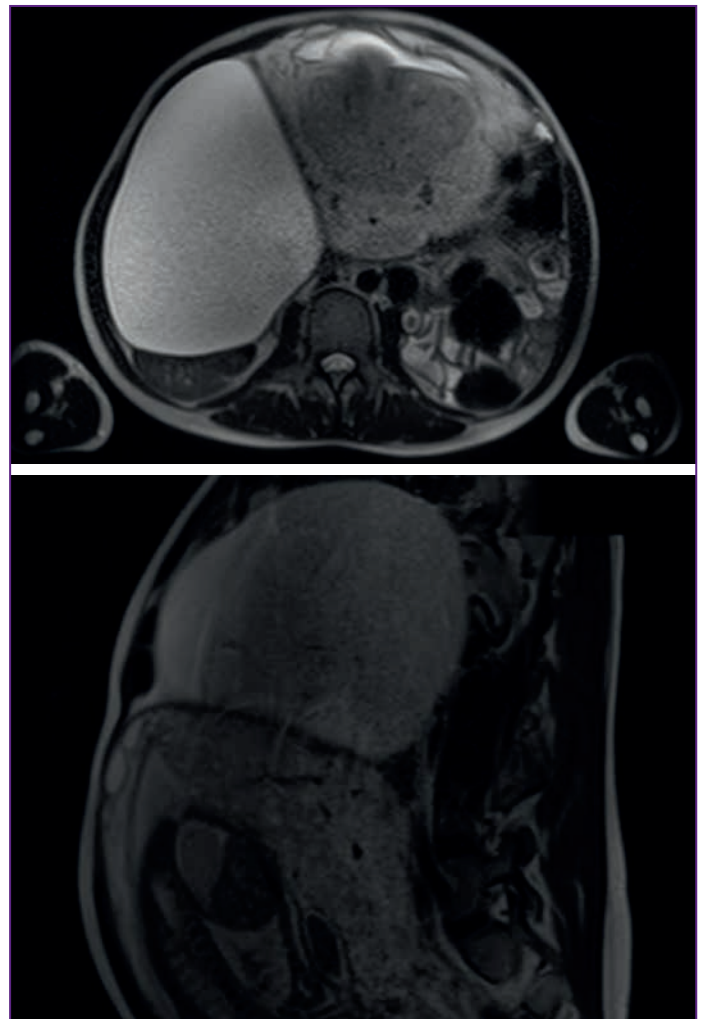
МРТ (фронтальная проекция) и поперечный срез
